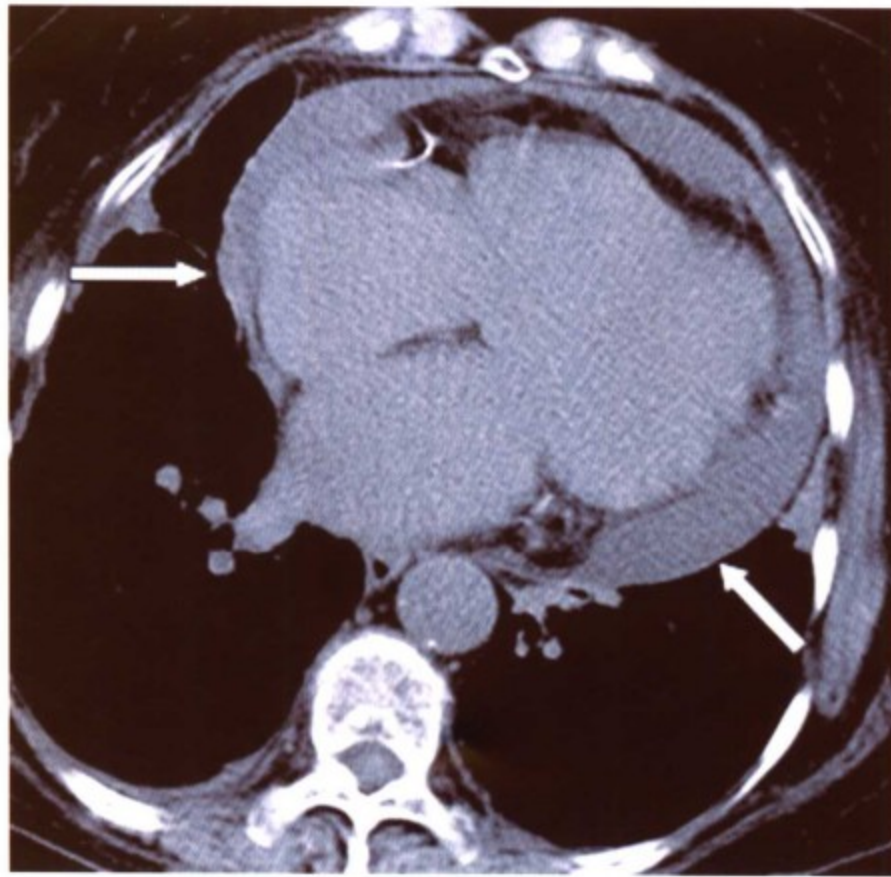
心脏横断面MSCT图像显示心包积液。心包积液与心包增厚有时从CT上很难区分，但如果在心脏和心包之间有液体填充（箭头所指）表明是心包积液而不是心包增厚
